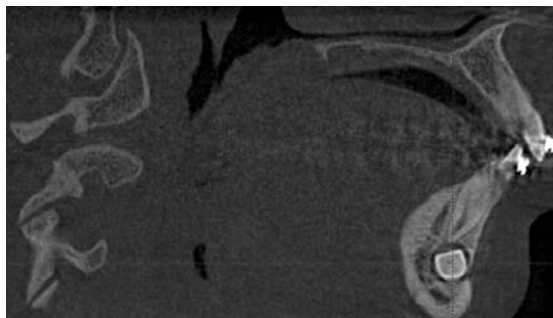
Tomografia computadorizada cone bean corte sagital
